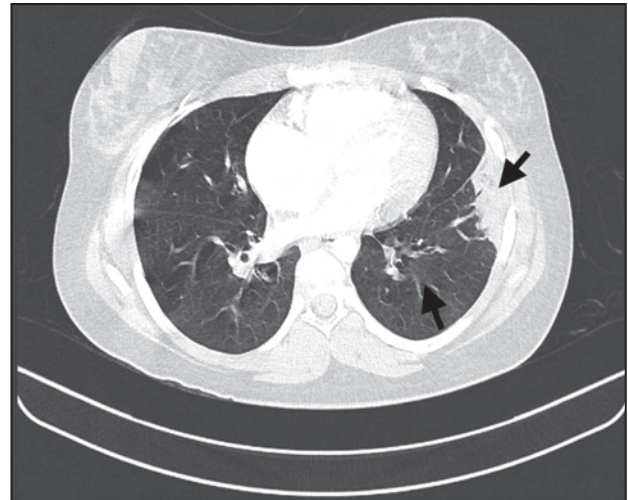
Angio-TC pulmonar. EP massiu bilateral, infarts pulmonars a l'hemitòrax esquerre i signes de sobrecàrrega dreta.
